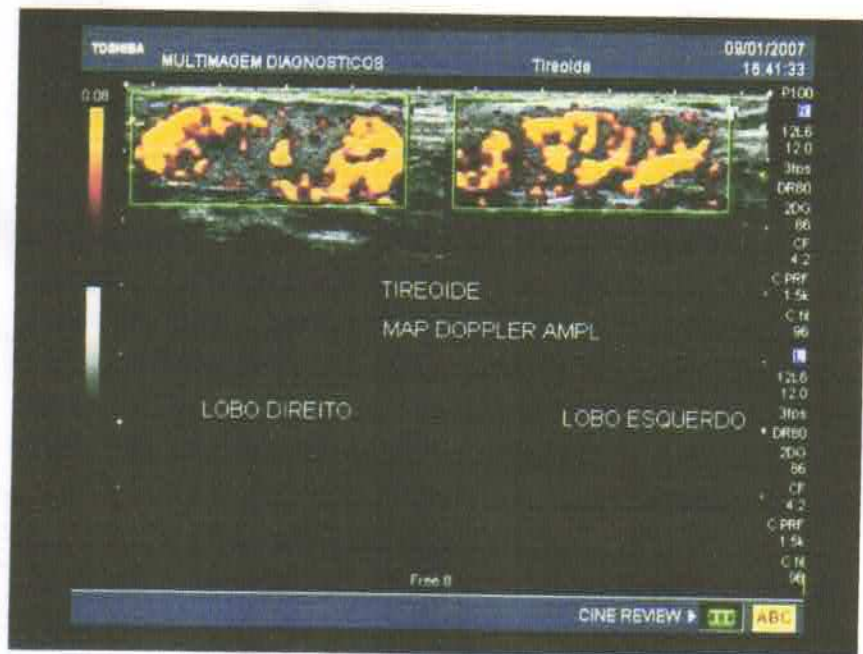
Doppler de Tireóide.
